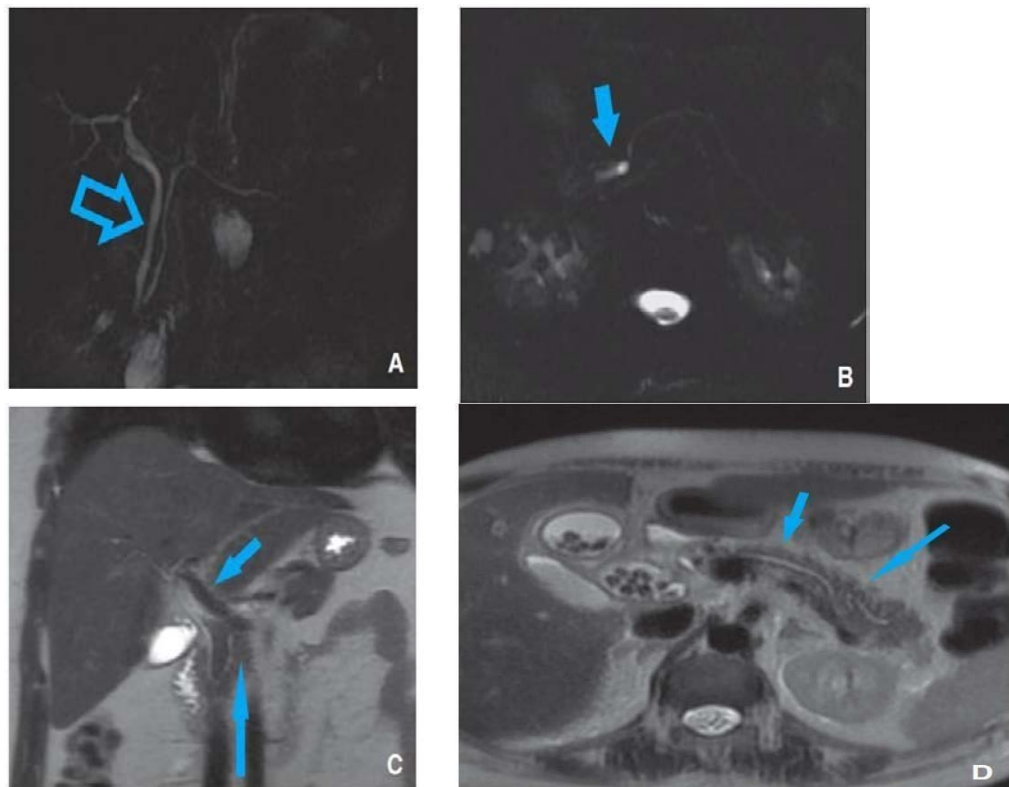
Arbre biliaire IRM [33].
